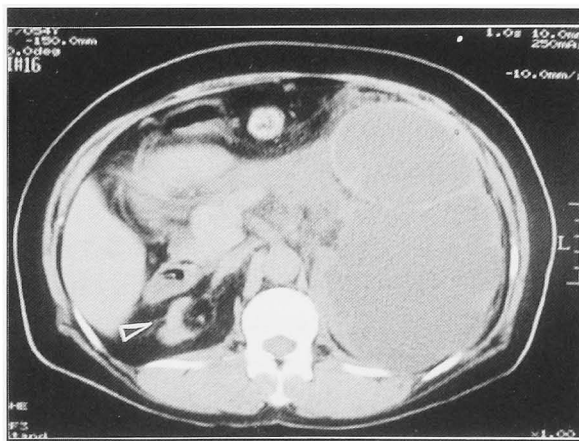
Plain CT showed left giant hydronephrosis and right dwarf kidney (arrow head).
